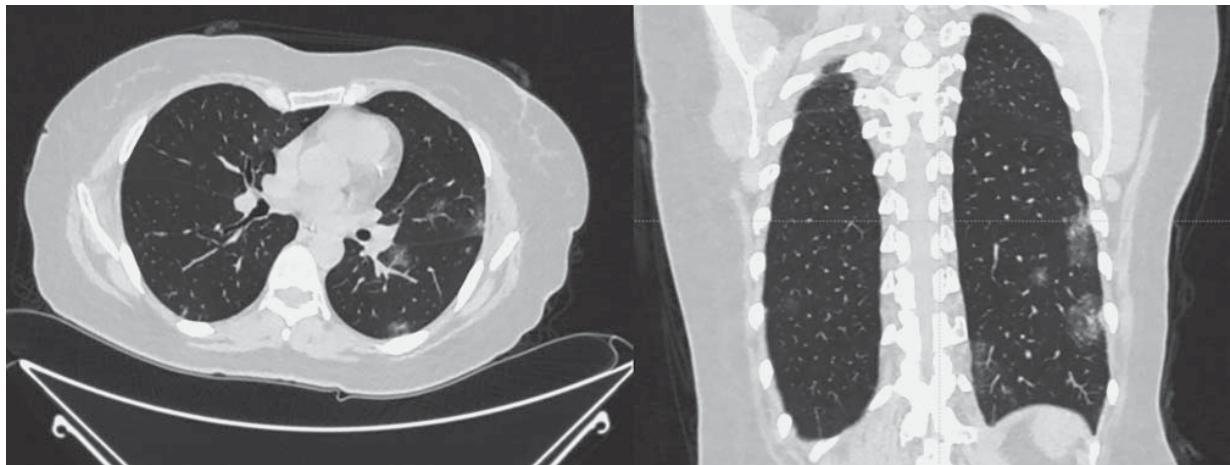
High resolution lung CT. Female, 49 years old, mainly peripheral parts of the left lung are affected.
